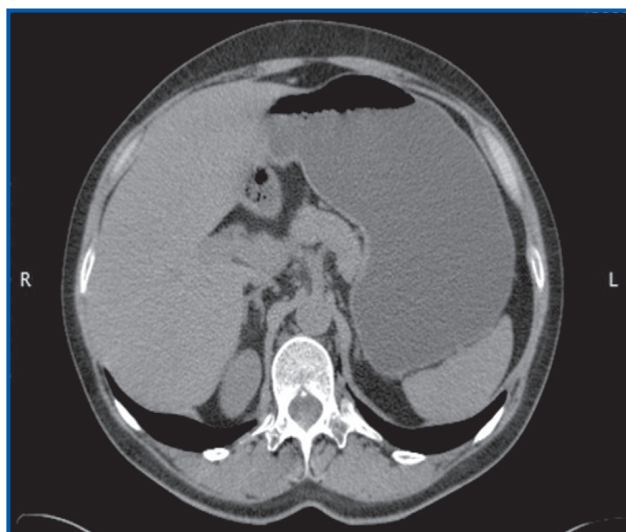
КТ наднирників (правий)
